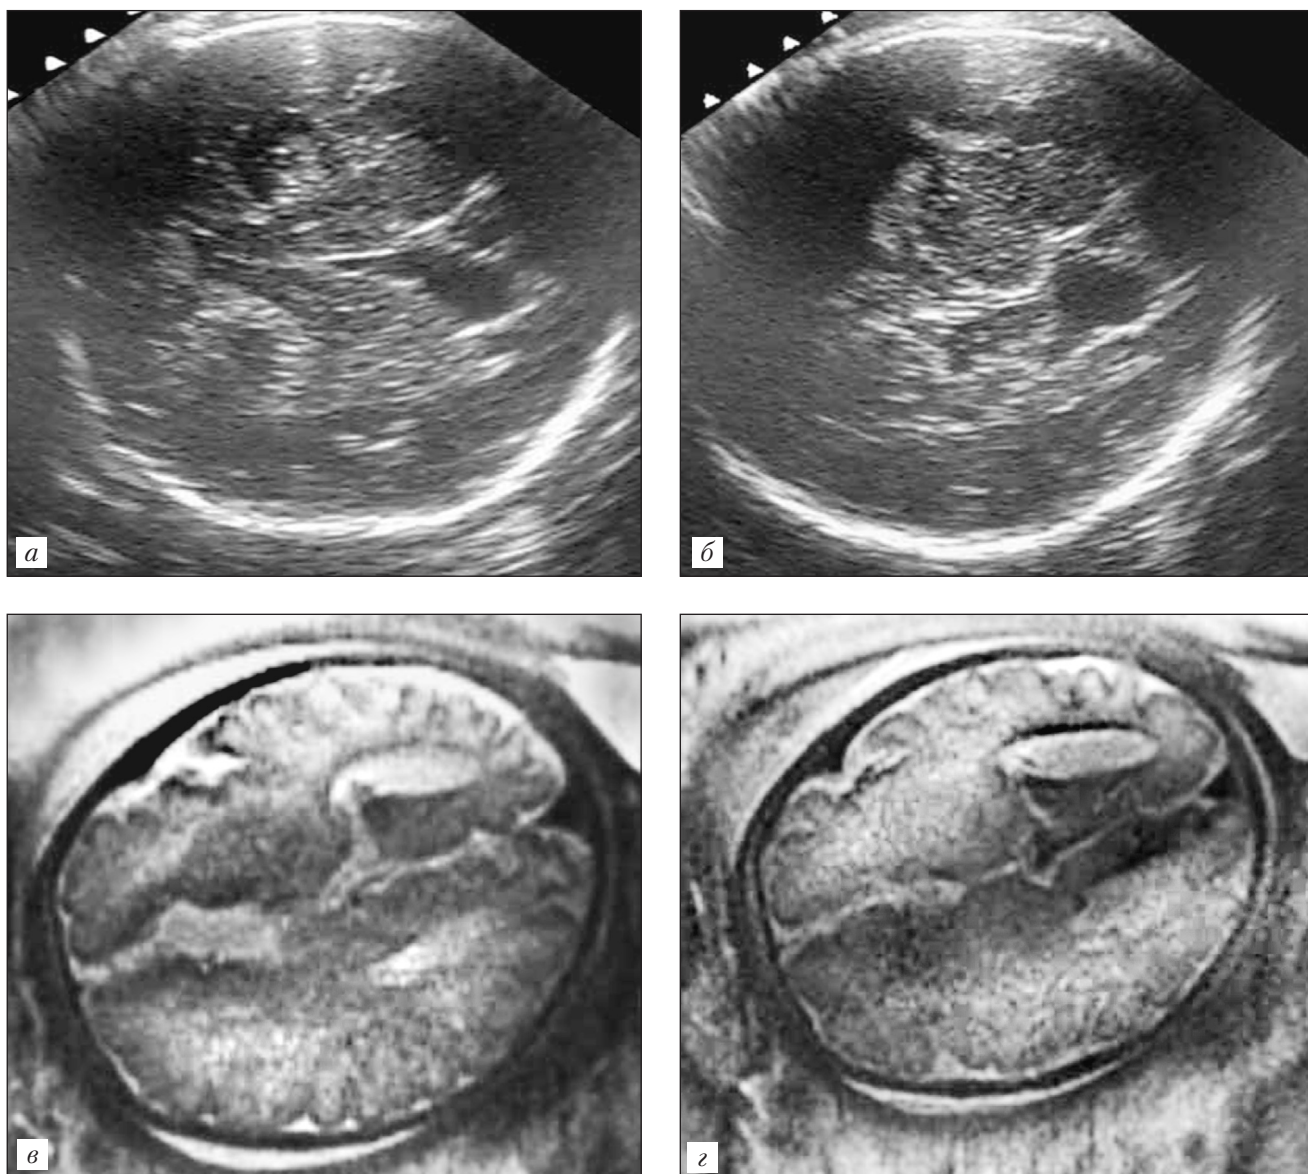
Диагностика лобарной голопроэнцефалии при УЗИ (а, б) и МРТ (в, з). Беременность 35–36 нед.: а, б — аксиальные трансвентрикулярные УЗИ-сканы плода, выявляется anomальное строение желудочкового комплекса, но поставить точный диагноз не представляется возможным; в, з — МРТ. SS FSE-аксиальные трансвентрикулярные сканы плода. Лобарная голопроэнцефалия (по К. Ф. Юсупову и соавт.)
